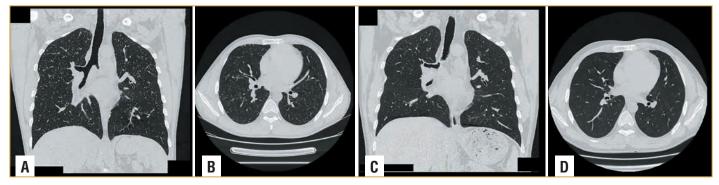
КТ-картина диссеминированного поражения легких, аденопатии внутригрудных лимфатических узлов: A, B — KT от 16.12.2019, C, D — KT от 25.02.2020
